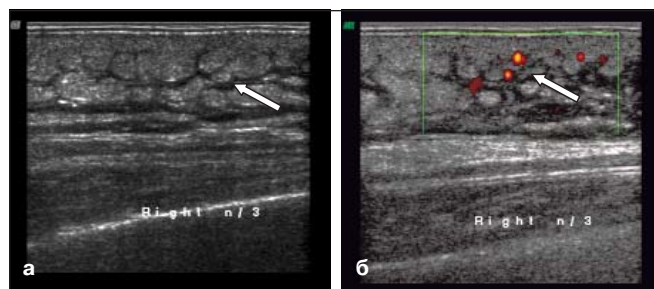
УЗИ узла больной Л. с синдромом Лефгрена: а – ПЖК с диффузным повышением эхогенности и изменением структуры по типу «дольчатости», окруженные анэхогенными ободками; б – васкуляризация ПЖК
